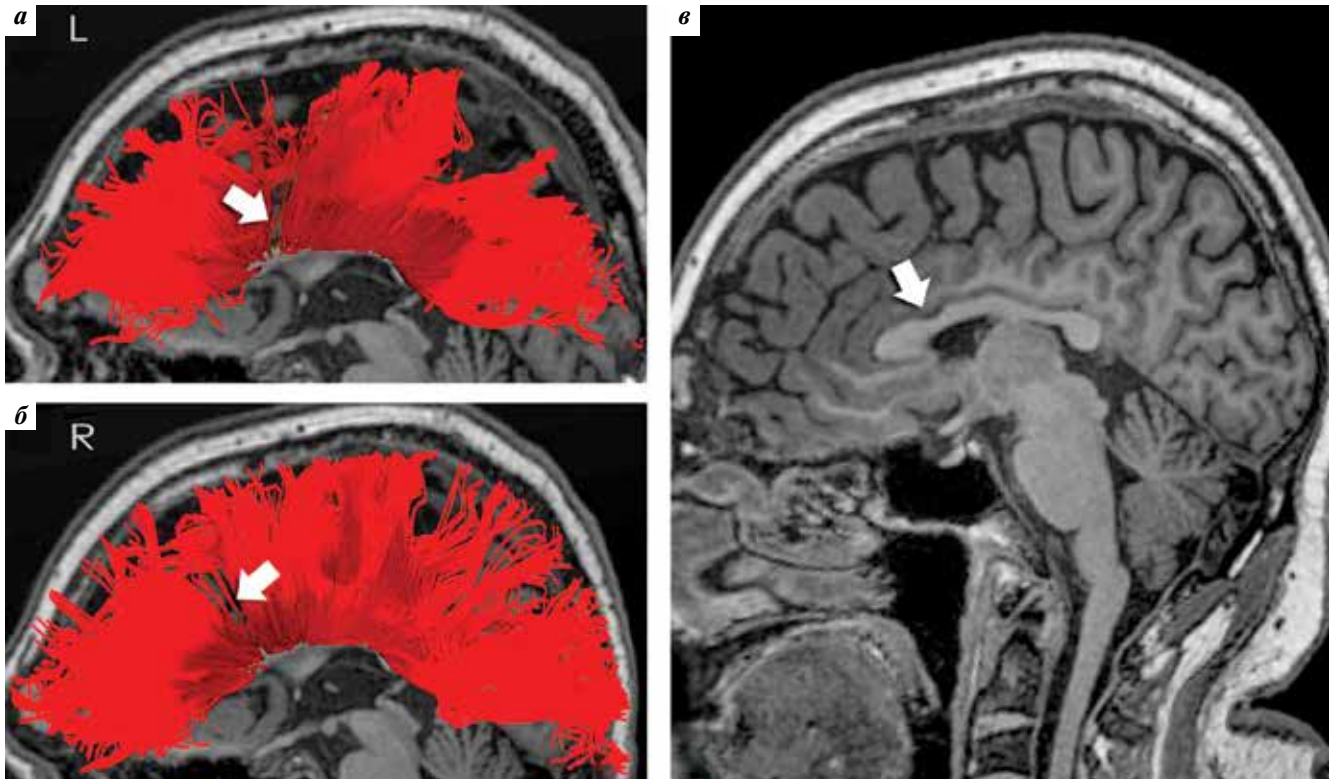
Магнитно-резонансные томограммы (T1-взвешенные) в сагиттальной плоскости (v) с наложением трехмерных данных магнитно-резонансной трактографии (а, б): а – вид слева, б – вид справа
